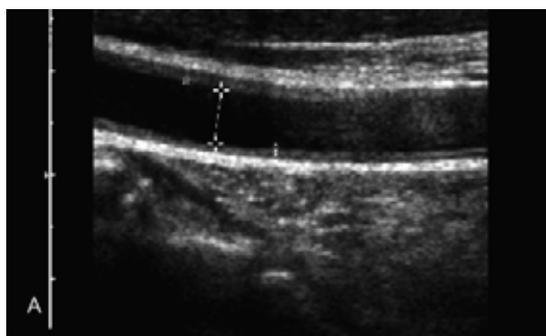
A) Ultrasonido escala de gris arteria carótida común derecha muestra un engrosamiento intima media de 0.9 mm en paciente con Lupus eritematoso sistémico al inicio del tratamiento. B, C) Estudio de control después de tratamiento donde muestra el ultrasonido longitudinal y transversal intima media de 0.7 mm.
